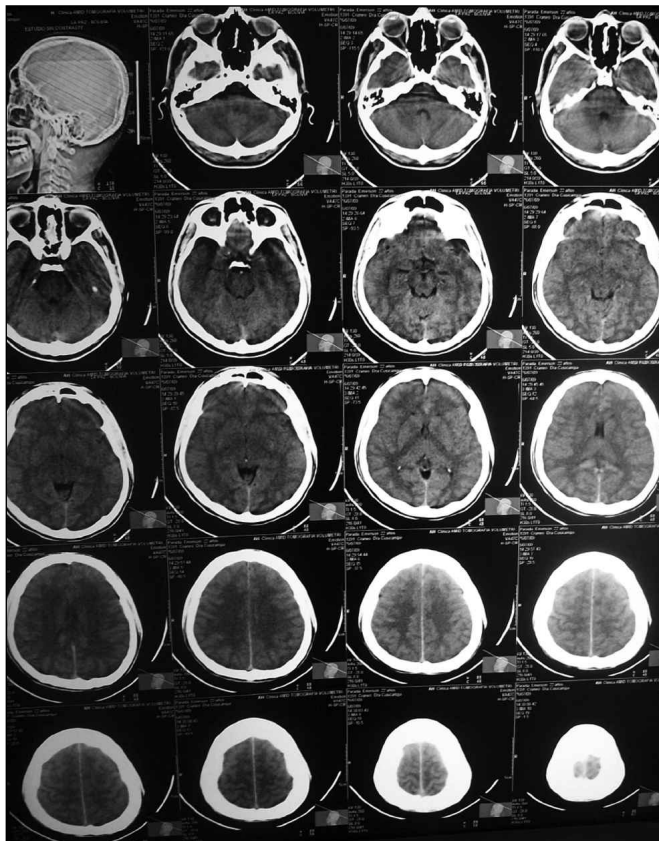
TAC simple de encéfalo inicial
